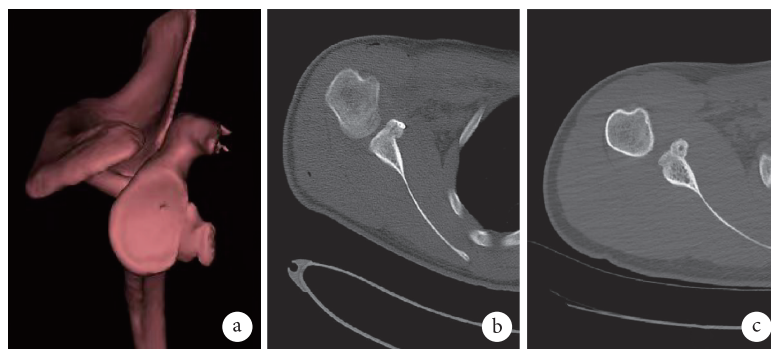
术后 CT 复查 a. 术后 1 d 冠状位三维重建示骨块位置; b. 术后 1 d 横断面; c. 术后 8 个月横断面示骨块骨性愈合
